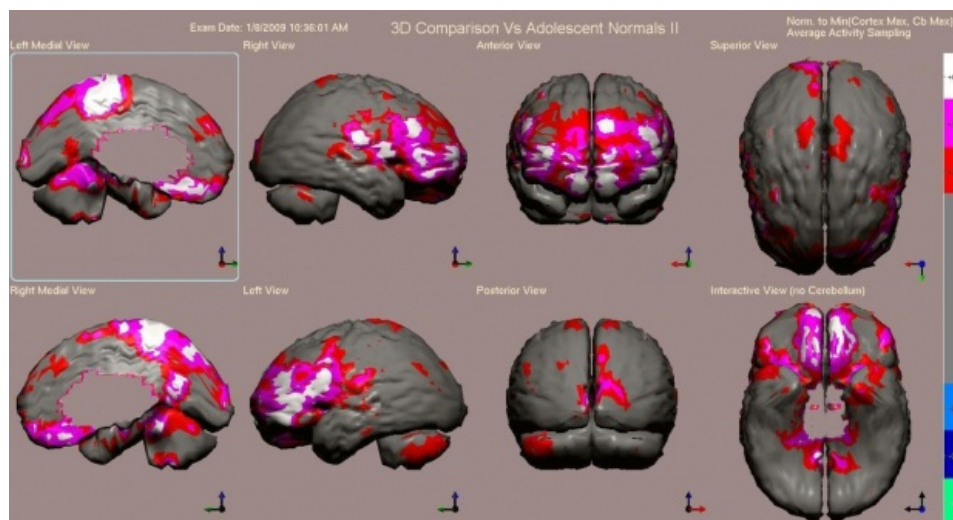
Representación tridimensional del NeuroSPECT. Se destaca el aumento muy marcado de perfusión en los lóbulos frontales. Además se observa aumento multifocal importante en ambos hemisferios cerebelosos en la región mesial.
